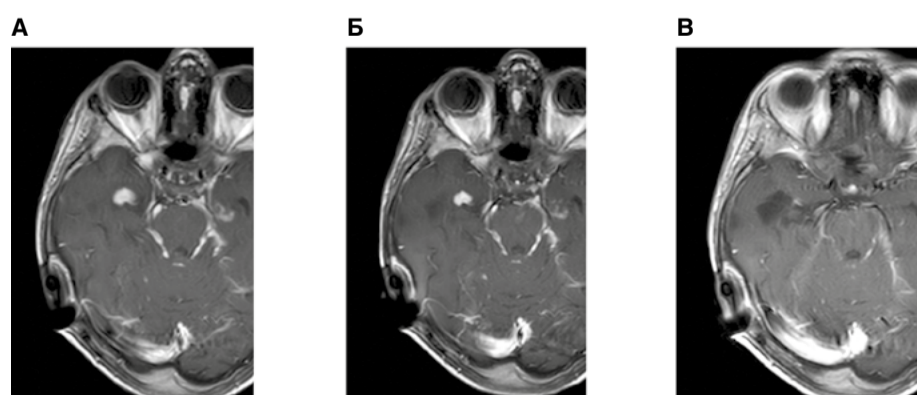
А — МРТ до таргетной терапии. Б — МРТ через 8 недель после начала таргетной терапии. В — МРТ через 20 месяцев после начала таргетной терапии
